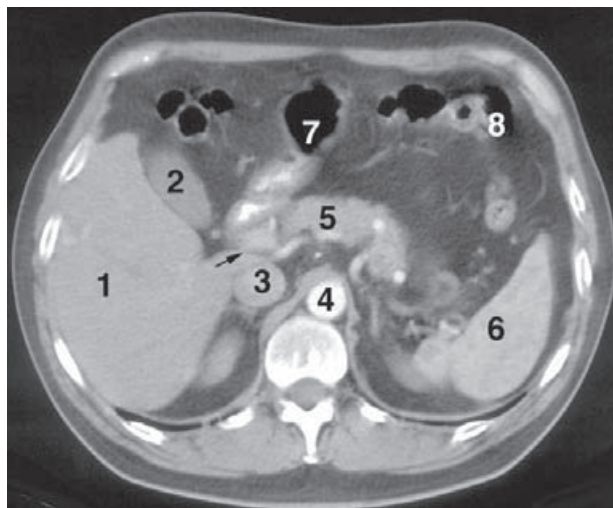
TC de la cavidad abdominal. 1) Hígado. 2) Vesícula biliar. 3) Vena cava inferior. 4) Aorta abdominal. 5) Cuerpo del páncreas. 6) Bazo. 7) Estómago. 8) Colon. La flecha indica el orificio omental.
